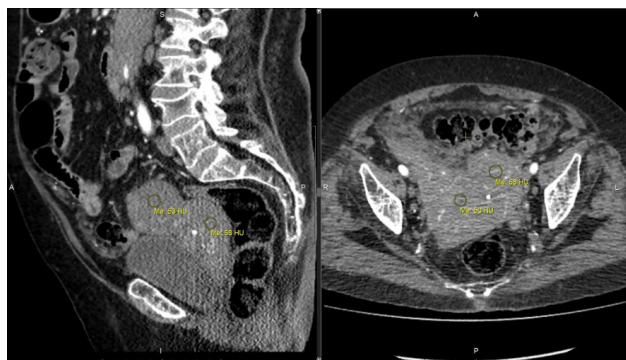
КТ органов брюшной полости и малого таза с болюсным контрастированием. Матка резко увеличена в размерах 142x102x72 мм, структура ее неоднородна.
